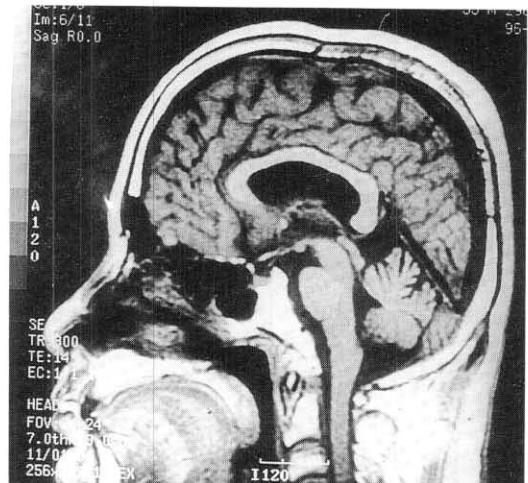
Brain MRI shows cerebellar atrophy(sagittal view).
